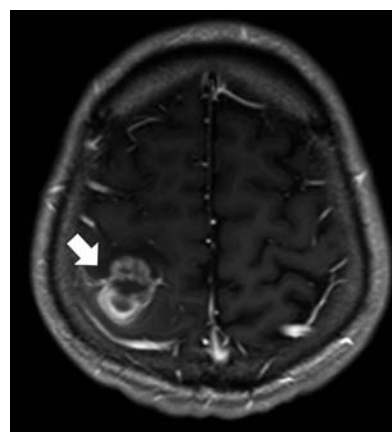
MRI shows new brain metastasis in the right parietal lobe (arrow). The size is 30 mm.
